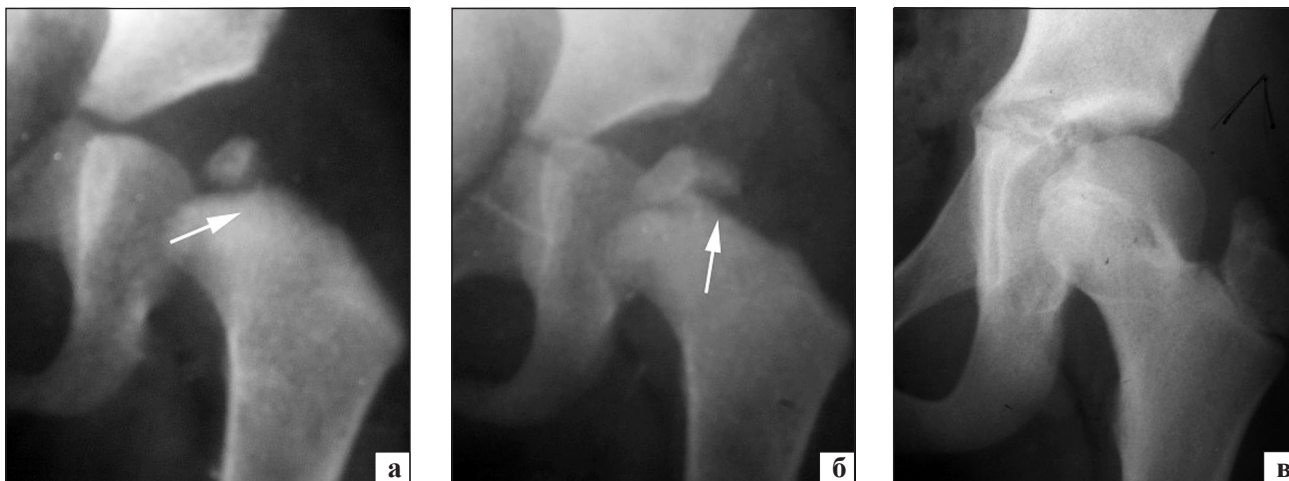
Рентгенограммы левого тазобедренного сустава больной Н.: а) в возрасте 1 год и 3 месяца — склероз метафиза (указано стрелкой), ядро окостенения деформировано, уменьшено в размерах и смещено кнаружи по отношению к шейке бедренной кости; б) 2 года и 10 месяцев — смещение эпифиза кнаружи по отношению к метафизу (указано стрелкой); в) в 10 лет — формирование деформации II типа по Kalamchi завершилось
